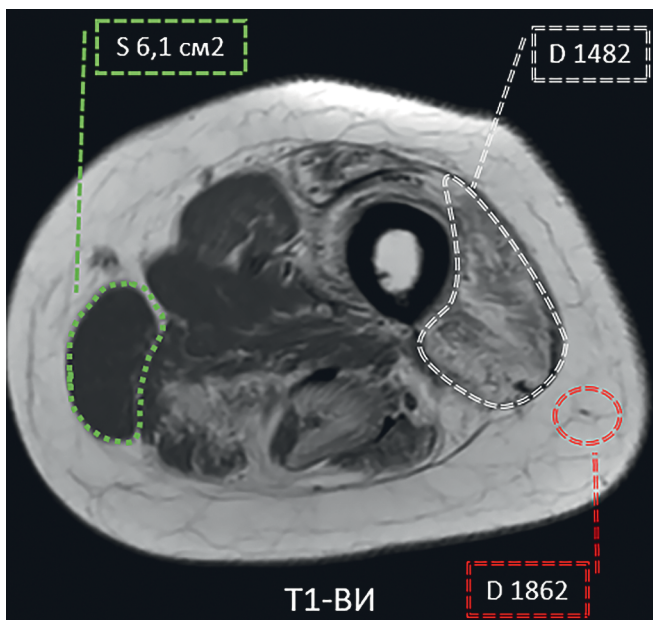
Пример измерения количественных показателей состояния мягких тканей на уровне средней трети левого бедра. МРТ, T1-ВИ в аксиальной плоскости. Зеленым цветом обозначена *m. gracilis* (рассчитана площадь), белым — *m. vastus lateralis* (интенсивность МР-сигнала), красным — область сравнения (интенсивность МР-сигнала от подкожной жировой клетчатки)
